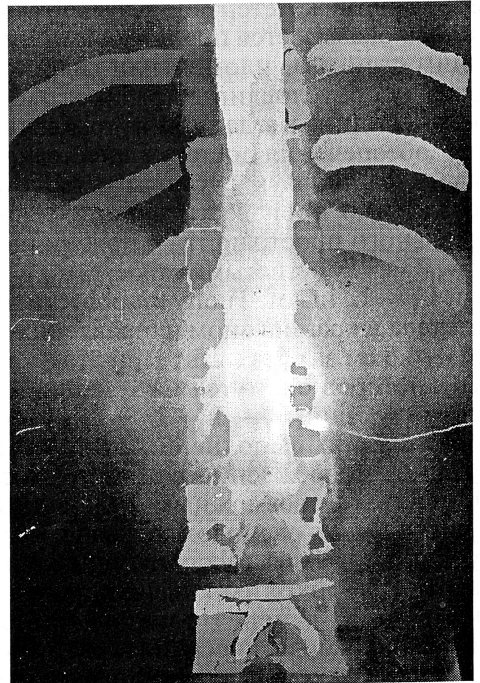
Эпидурограмма верхнего поясничного, нижне- и среднегрудного отделов эпидурального пространства. Линейная тень эпидурального пространства, симптом “железной дороги” от L₂ до Th₈. Используются рентгеногетивные катетеры: верхний проведен через эпидуральный прокол в промежутке L₂—L₄ + 4 см за срез иглы в краниальном направлении, нижний — аналогично, но в промежутке L₃—L₄. Синхронно введены через верхний катетер омнипак-300, через нижний — реополиглукин (одинаковой вязкости) в объеме 8 мл с целью верификации с согласия больного. Контраст движется вверх.
